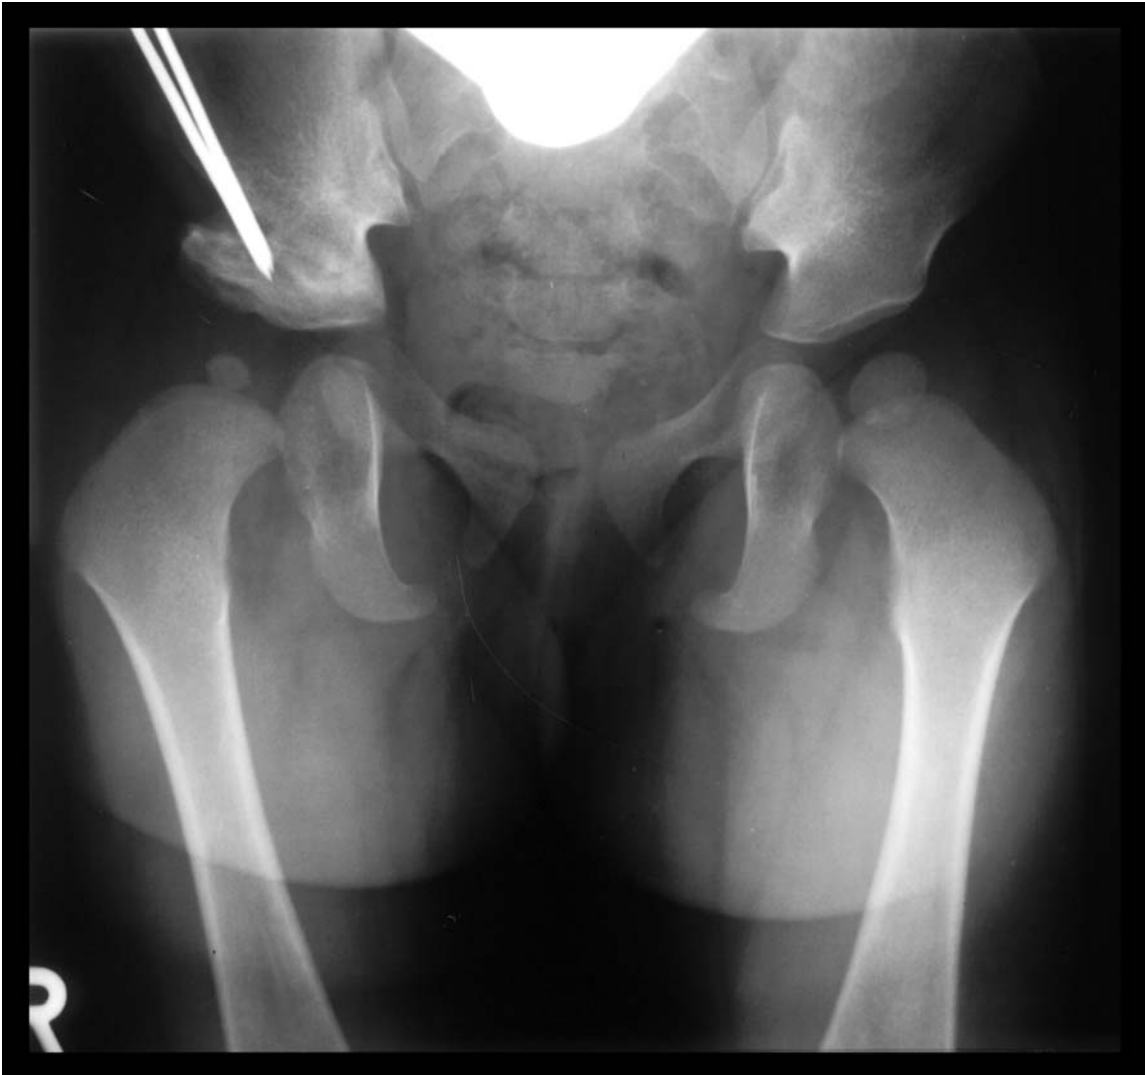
Röntgenbild bei Materialentfernung vor erneuter Azetabuloplastik
